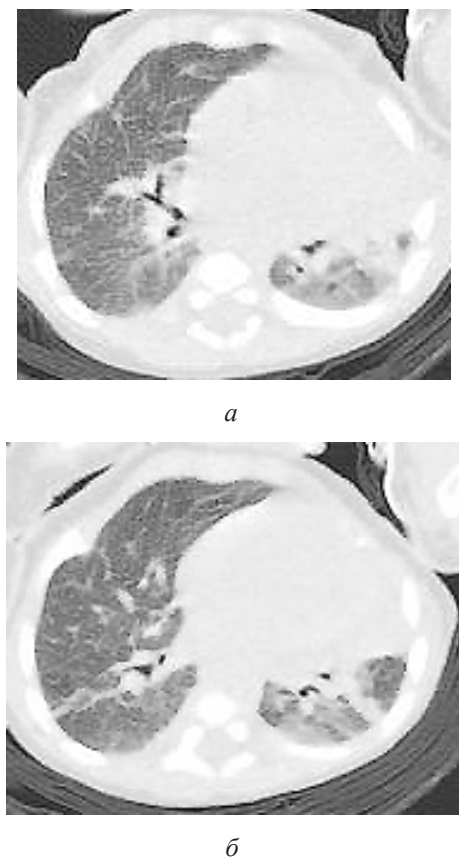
СКТ ОГК (аксіальні зрізи): гіпоплазія лівої легені у дитини з БЛД ІІ ст.: *a* – значне об'ємне зменшення лівої легені, в якій визначається симптом матового скла; *б* – грубі тяжі фіброзу в обох легенях
